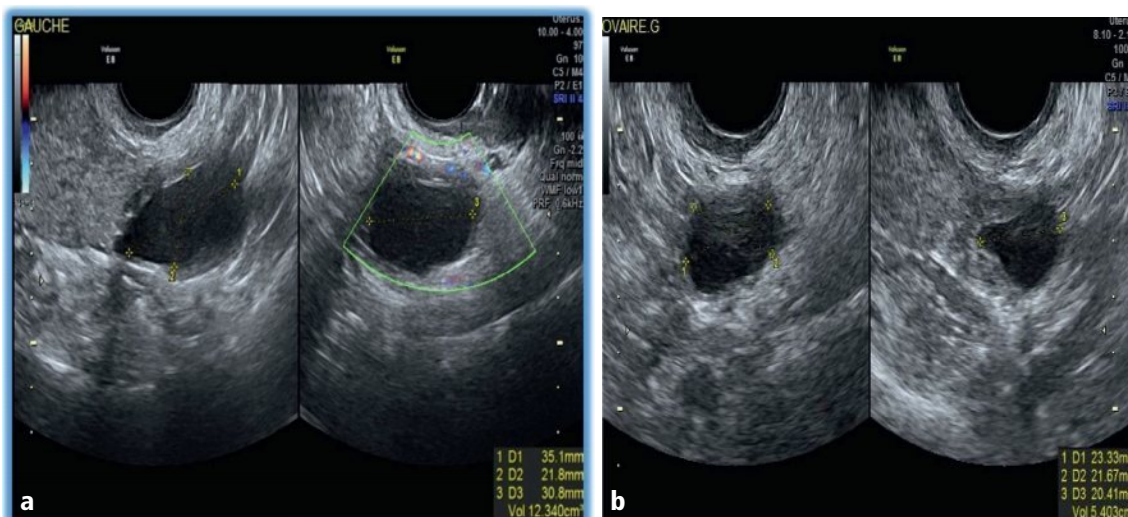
a, b Contrôle échographique de l'endométriome à 3 mois (a) et 6 mois (b) sous hormonothérapie en continu avec aménorrhée secondaire : réduction volumétrique progressive et significative du kyste.
